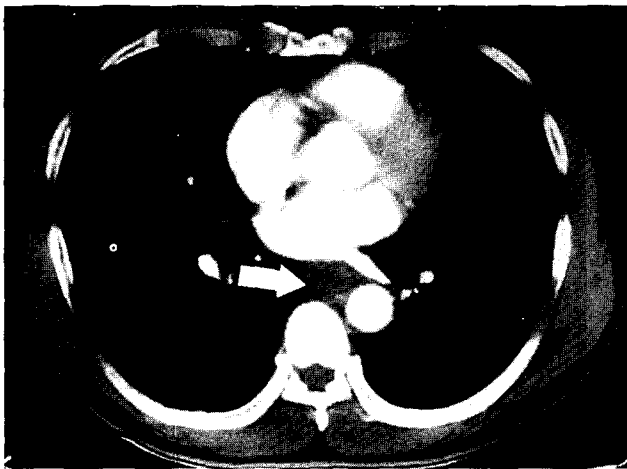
Preoperative chest computed tomogram shows thickening of esophageal wall in retrocardiac portion of esophagus.
